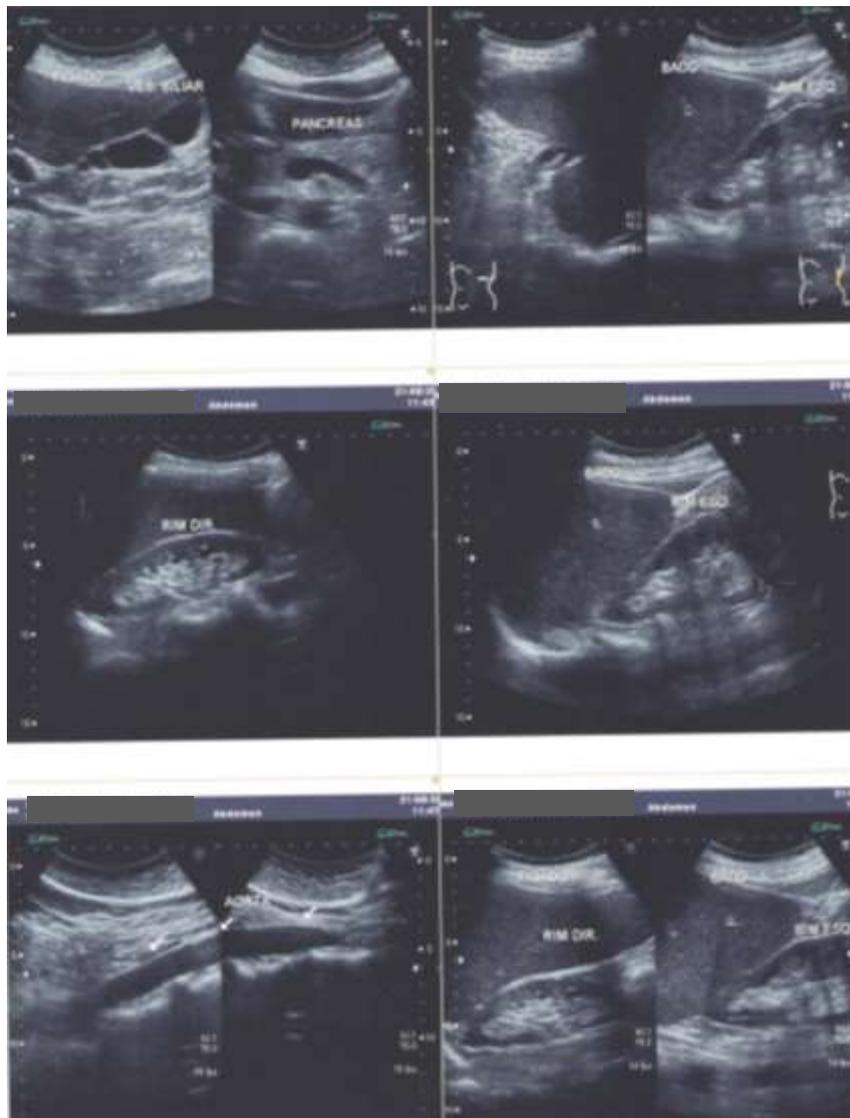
Imagem da ultrassonografia de abdome total.
